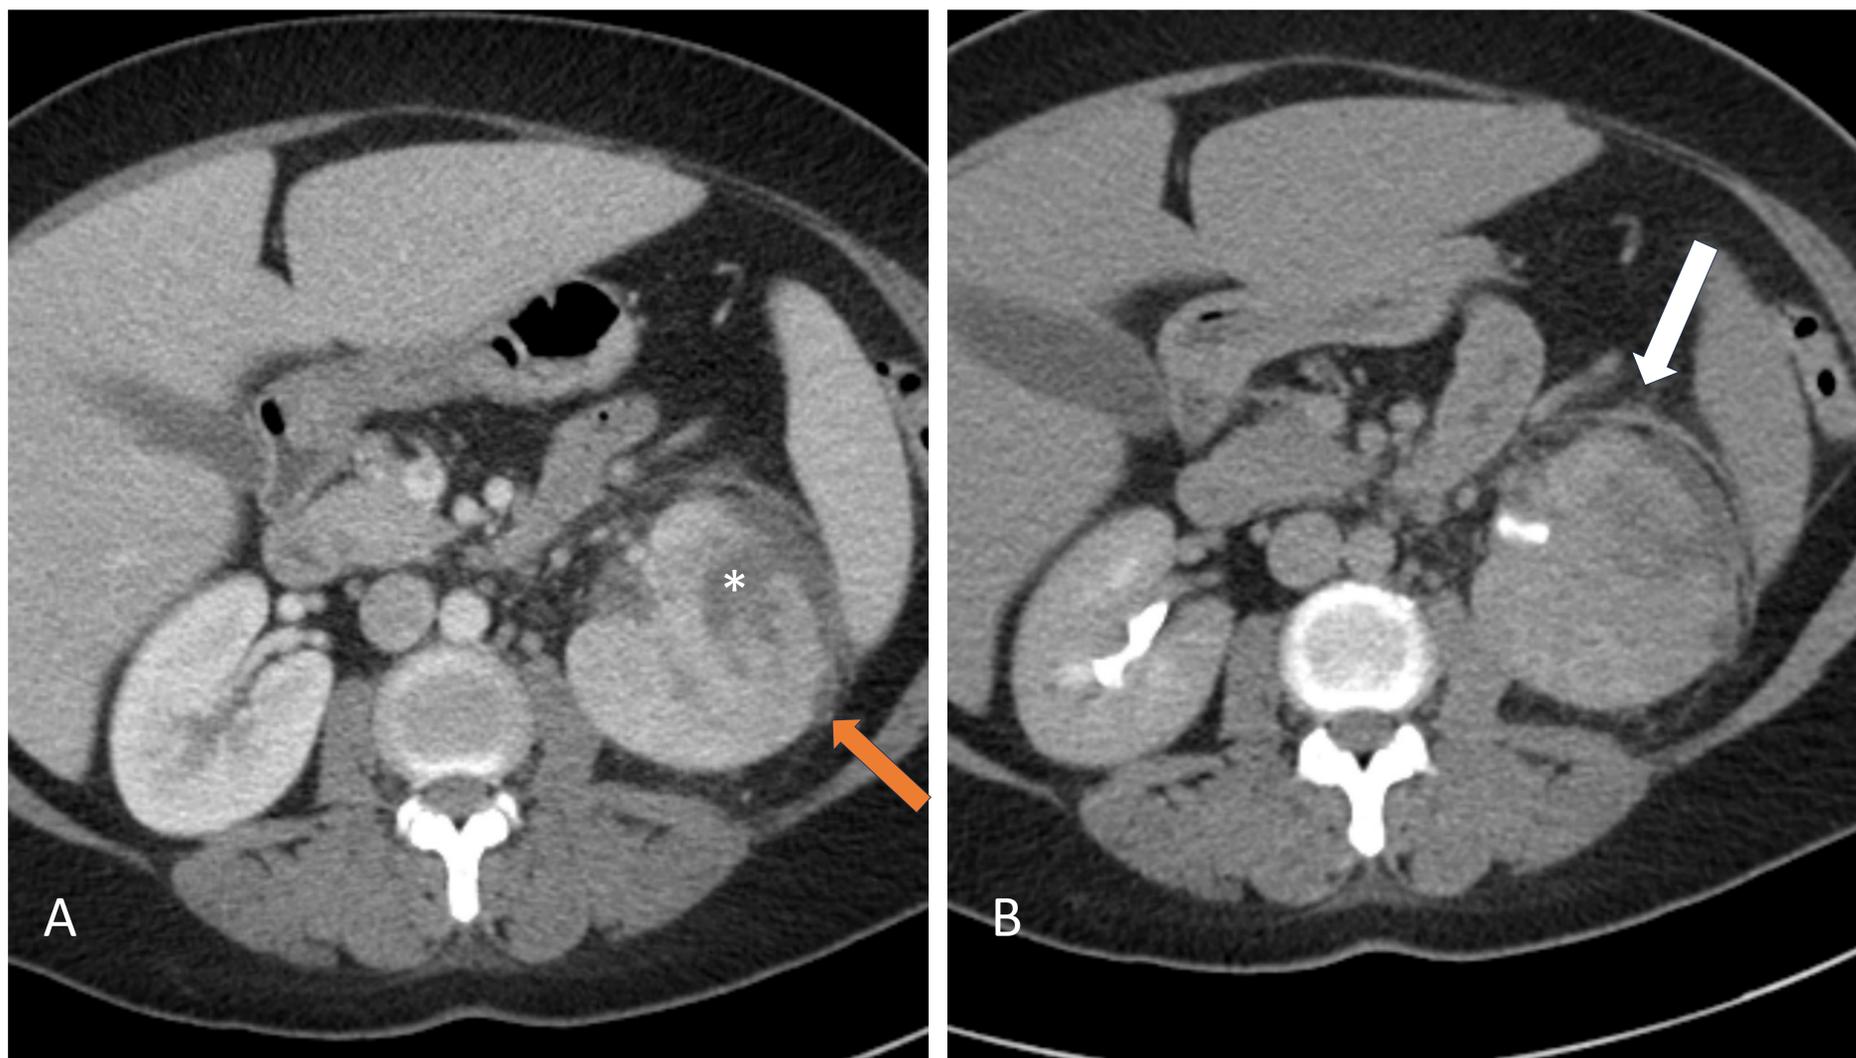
Mismo paciente de la figura 3, que tras varios días con tratamiento antibiótico que no mejora. Se realizó un TC con contraste en fase portal (A) y en fase excretora (B). Se observa un riñón derecho de tamaño y características normales y un riñón izquierdo aumentado de tamaño, edematoso, con hiporrealce parenquimatoso en comparación con el contralateral. Presenta áreas hipodensas parenquimatosas en morfología de cuña, que dado el contexto clínico es sugestivo de zona isquémica o cicatriz (*) y otras más nodulares que podrían corresponder con microabscesos (flecha naranja). Adecuada excreción de contraste bilateral. Líquido laminar perirrenal con engrosamiento de la fascia pararenal anterior (flecha blanca).
